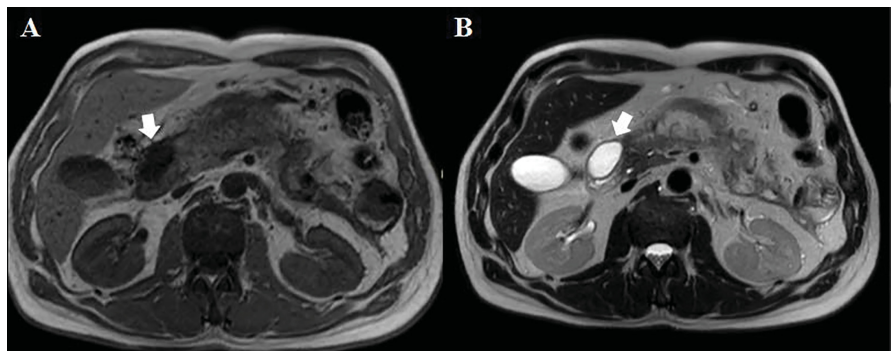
МРТ без контрастного усиления: T1-ВИ (А) и T2-ВИ (В). Жидкостное скопление (белая стрелка) в стенке 12-п.к.
